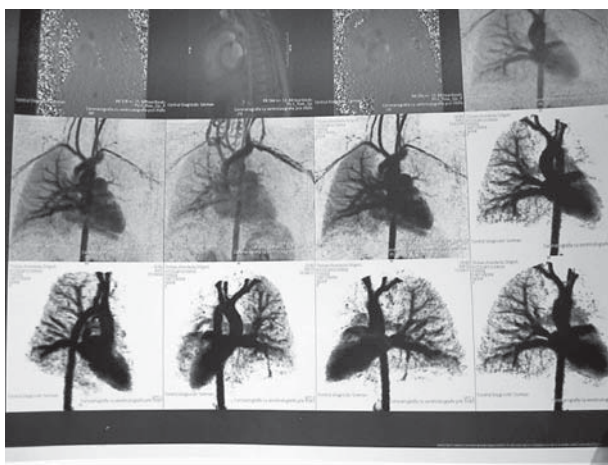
Coronarografia cu ventriculografie prin RMN.
